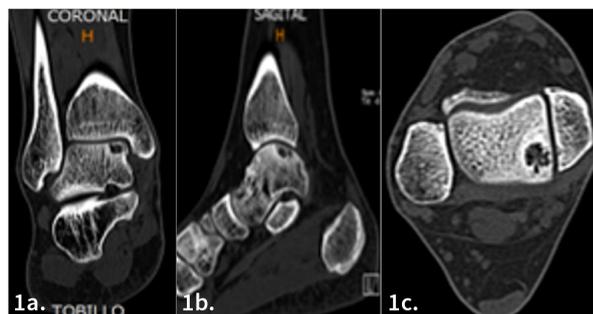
Estudio por TC donde se evidencia lesión condral en el domo del astrágalo; a. Corte coronal; b. Corte sagital c. Corte axial.
